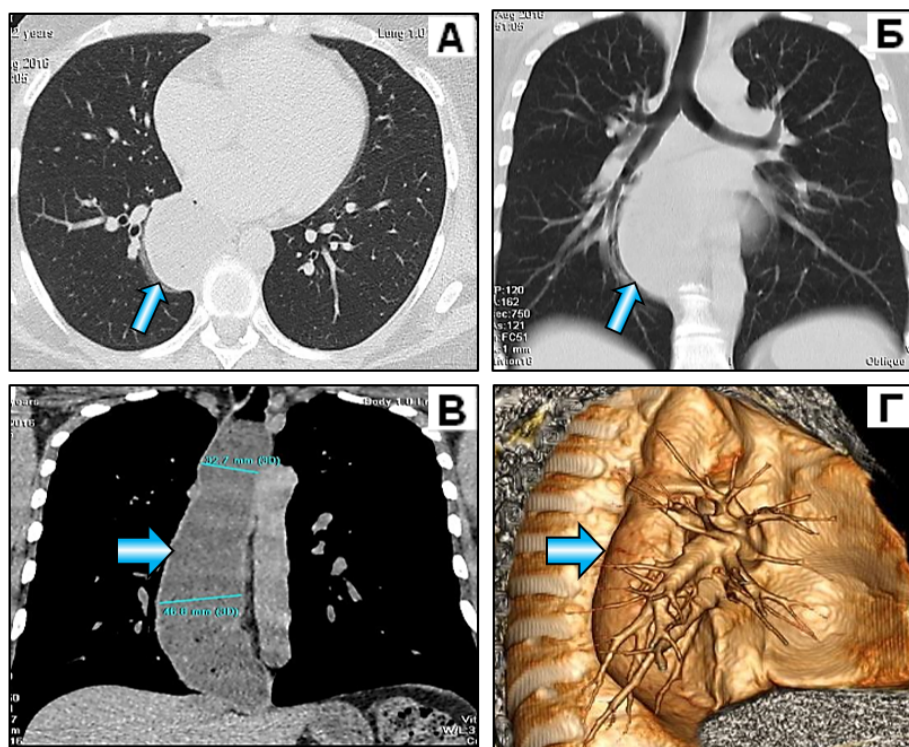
Больная Ж., 64 года. Ахалазия пищевода. МСКТ. (А) – аксиальная проекция, лёгочное электронное окно. (Б) – МПР во фронтальной проекции, лёгочное электронное окно. (В) – МПР во фронтальной проекции, инфилтративное электронное окно. Демонстрация тотального расширения пищевода с измерительными линиями. Диаметр верхней трети пищевода 38,7 мм, нижней трети – 46,8 мм. В просвете – застойное недифференцируемое пищевое содержимое пищевода. (Г) – объёмный рендеринг в правой косой проекции – пищевод обозначен широкой стрелкой.
